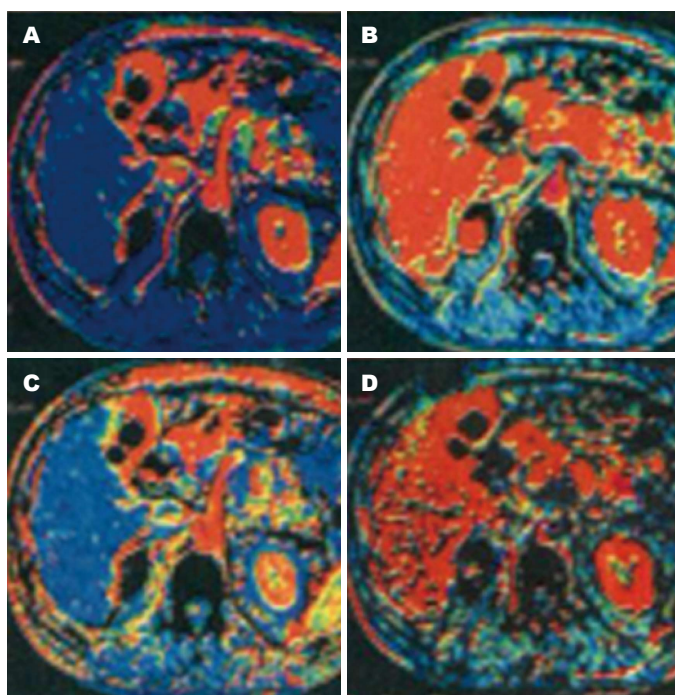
轻型急性胰腺炎组患者CT灌注图像. A: BF; B: BV; C: MTT; D: PS. BF: 血流速度; BV: 血容量; MTT: 平均通过时间; PS: 表面通透性.
